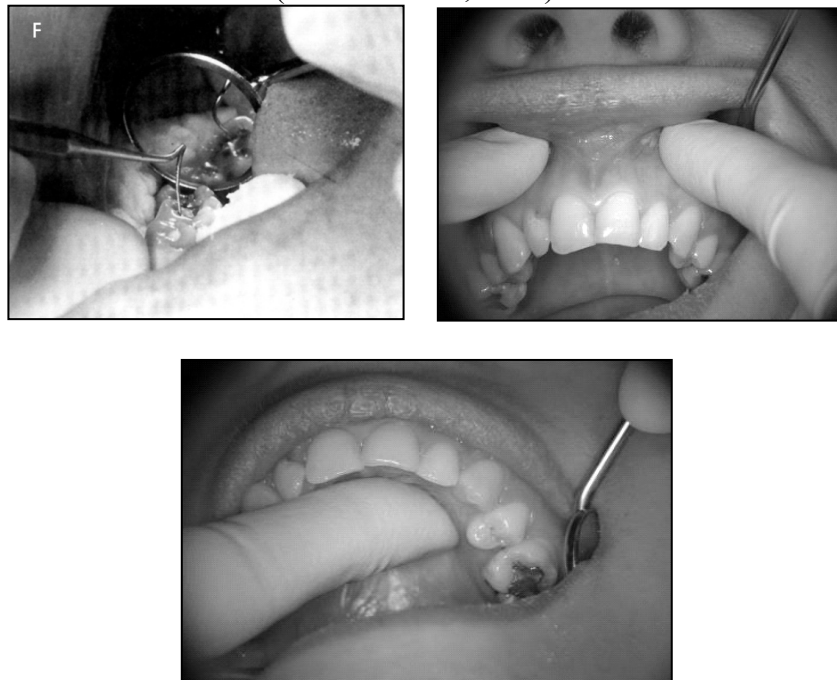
Palparea dintelui cu sonda (F) și palparea zonei periapicale (Shugars DA și colab; 2006)
